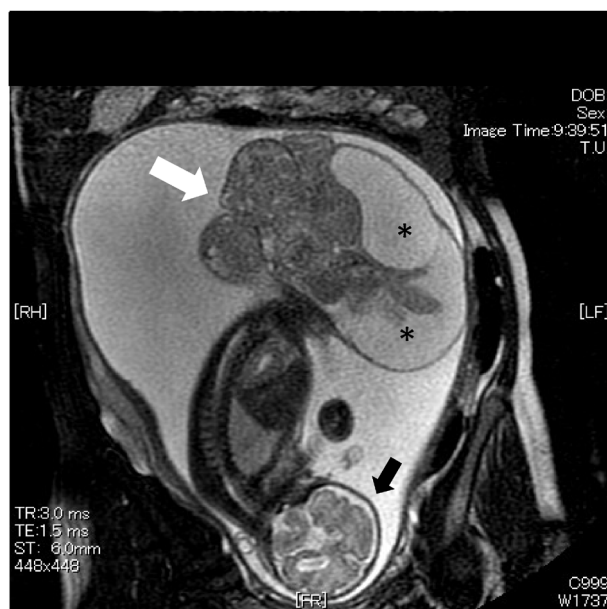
Fetal magnetic resonance imaging sagittal view at 30 weeks and 3 days of gestation
